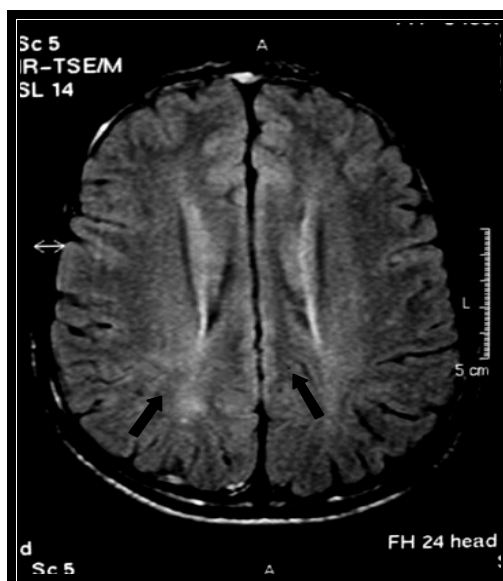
RM do crânio do paciente 29. Axial FLAIR. Tênuas hiperintensidades de sinal periatriciais em jovem de 19 anos de idade interpretadas como mielinização tardia.
